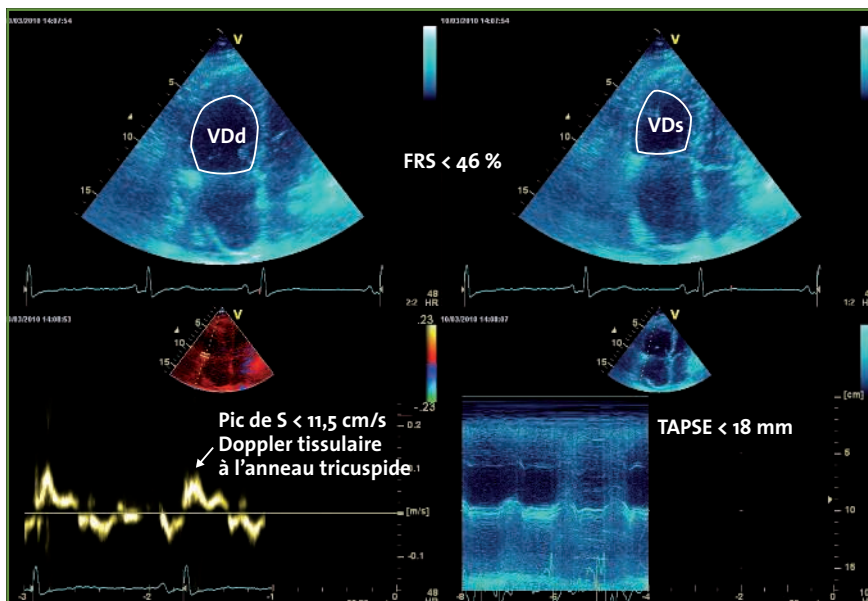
Analyse de la fonction systolique ventriculaire droite en échographie.
